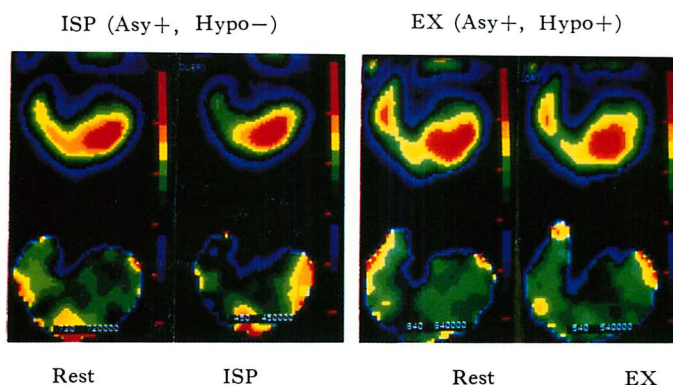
Evaluation of left ventricular regional wall motion abnormalities during ISP and EX stress testings by phase analysis of blood pool scintigraphic images in a representative case with left circumflex coronary lesion.
